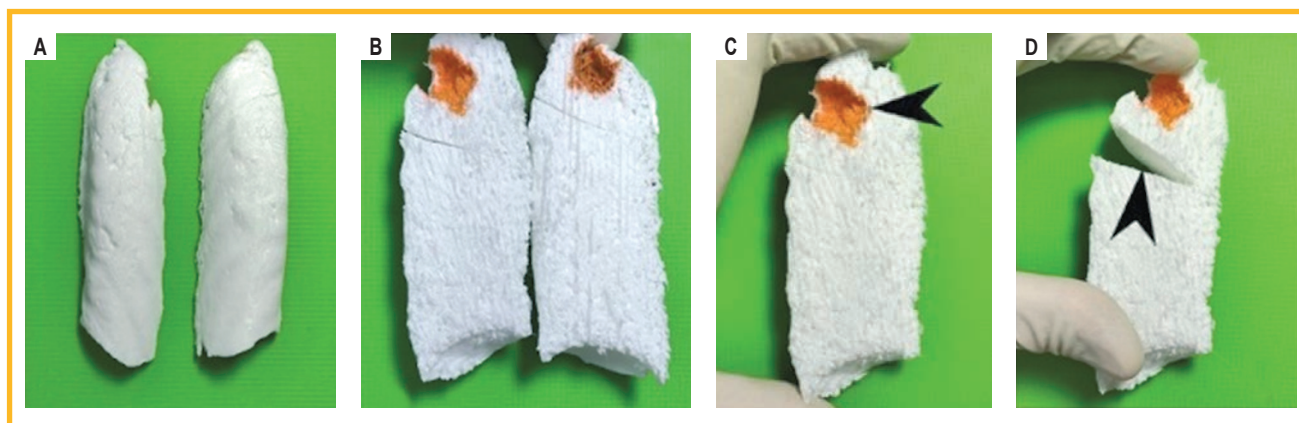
Пример готовой трехмерной анатомической модели легких больного С., изготовленной из TPU-пластика: А — общий вид легких (задняя часть); В — общий вид легких с заданным компьютерно-томографическим слоем (передняя часть); С — пораженное правое легкое с заданным компьютерно-томографическим слоем (передняя часть) с окрашенной зоной деструкции (черная стрелка); D — отсечение патологической области на модели легкого (черная стрелка)
